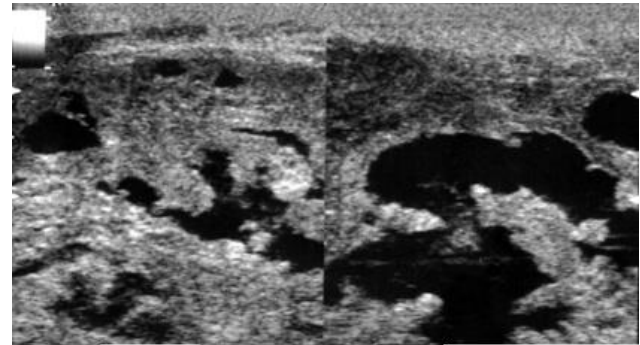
Ultrasonido testicular donde se visualiza gran imagen compleja predominantemente sólida con presencia de áreas vascularizadas.
